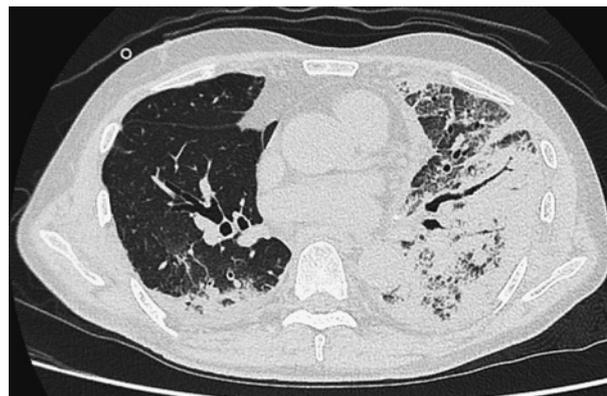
Computed tomography imaging depicts extensive infiltrative shadows with an airbronchogram in the left lung field and infiltrative shadows in the dorsal right lower lobe of the lung.
